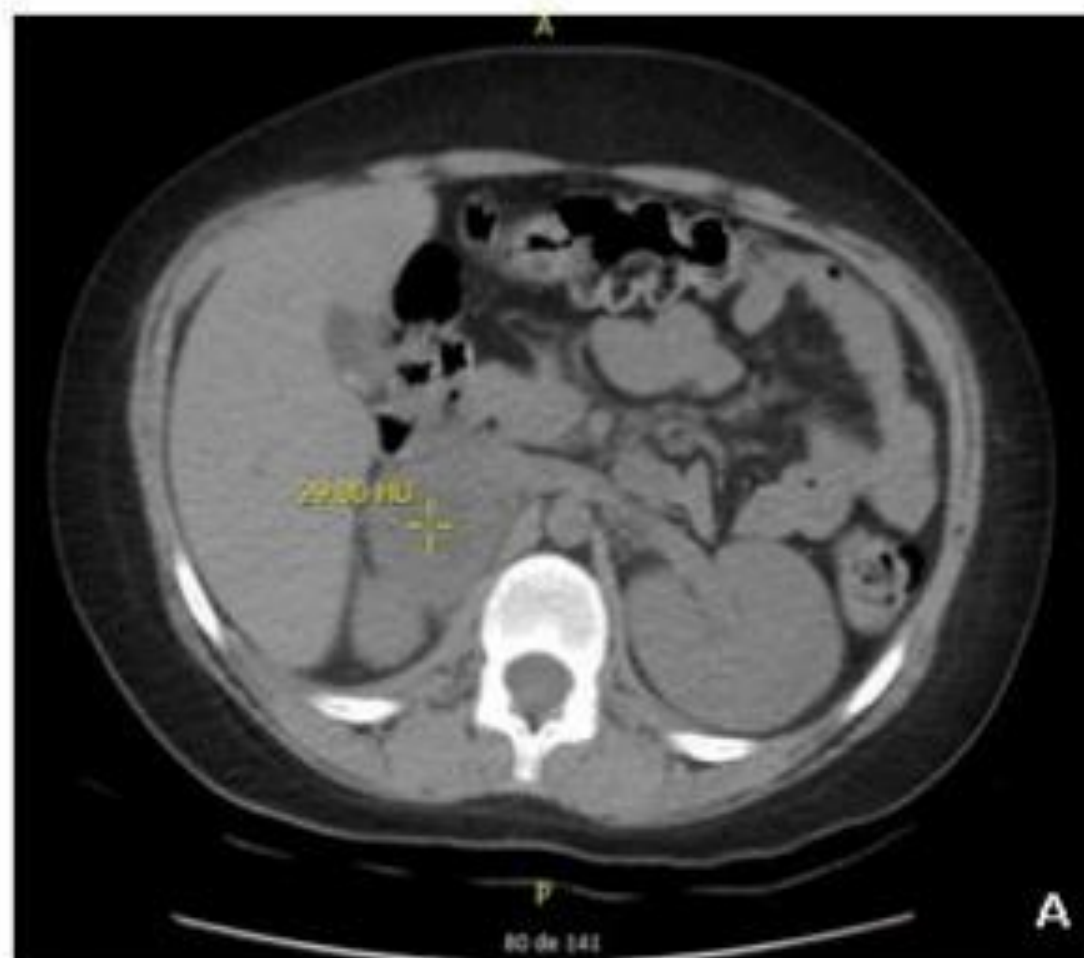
Paciente N° 2. Niño, 12 años. A. TAC abdomen sin contraste. B. TAC abdomen con contraste. C. Feocromocitoma con extensa necrosis coagulativa central. D. Patrón de crecimiento difuso de células medianas sin pleomorfismo significativo.
